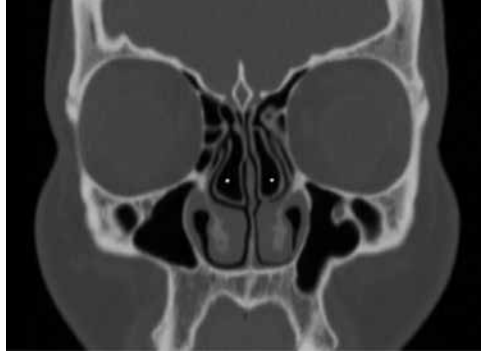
Tomografía simple de nariz y senos paranasales en corte coronal resaltando la presencia de neumatización del cornete medio de forma bilateral, conocido como concha media bullosa (*)
